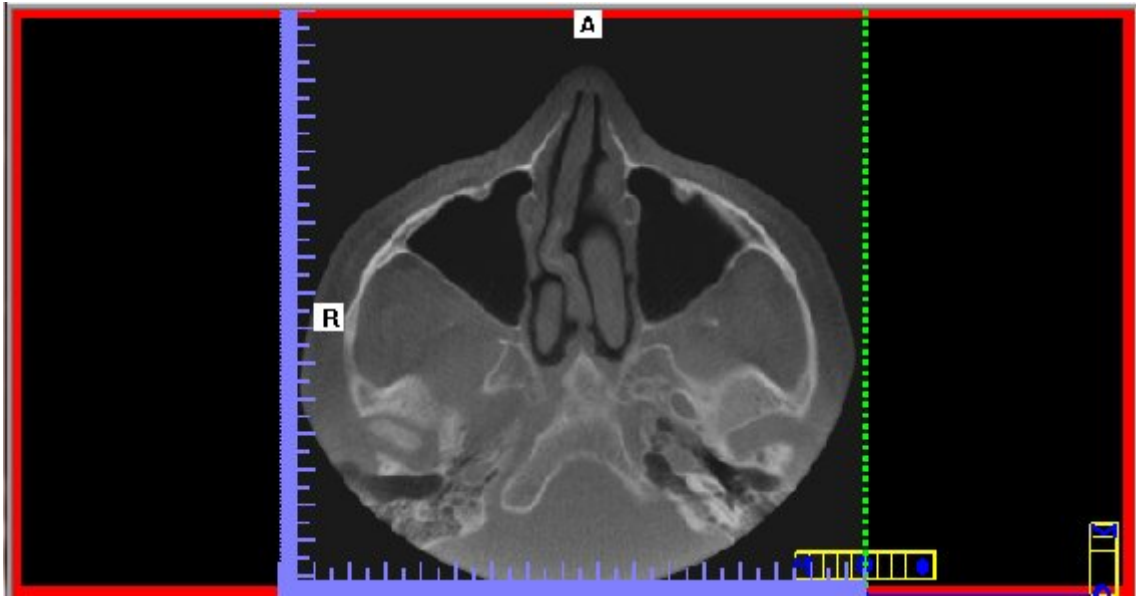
Corte axial em tomografia computadorizada volumétrica
